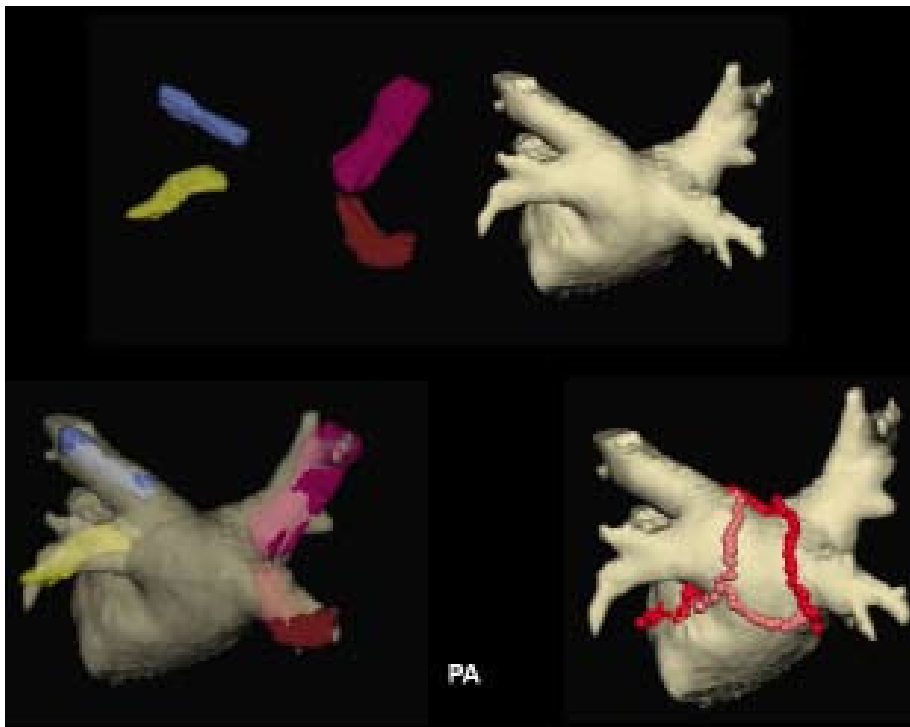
3-D Rekonstruktion des linken Vorhofs zur Vorhofflimmerablation mittels NavX EnSite. Links oben elektroanatomische Darstellung der Pulmonalvenen mittels Spiralkatheter, rechts oben CT Bild des linken Vorhofs von dorsal. Links unten: Fusion von Pulmonalvenen mit dem CT Bild. Rechts unten: Ablationslinien um die Pulmonalvenen sowie Substratmodifikation (Boxläsion im Bereich der LA Hinterwand sowie Ablation des Mitralisthmus).
